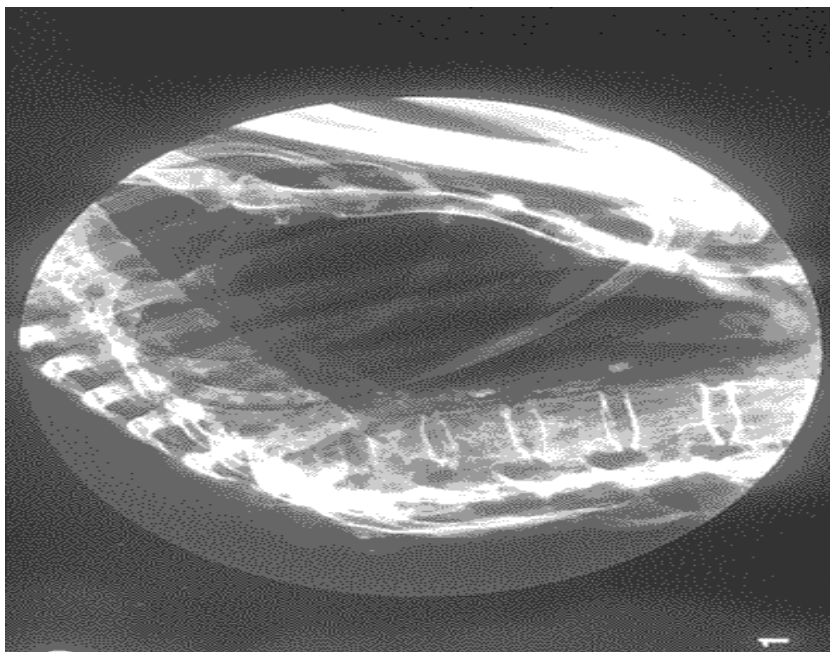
“La radiografía lateral de la columna vertebral muestra destrucción de las vértebras T-11 y T-12 con aplastamiento anterior por osteólisis generalizada. La imagen es característica de la tuberculosis espinal o mal de Pott”. Ambas imágenes tomadas de: Etxeberria Francisco *et al.* “Cifosis angular...”, *Op. cit.*
